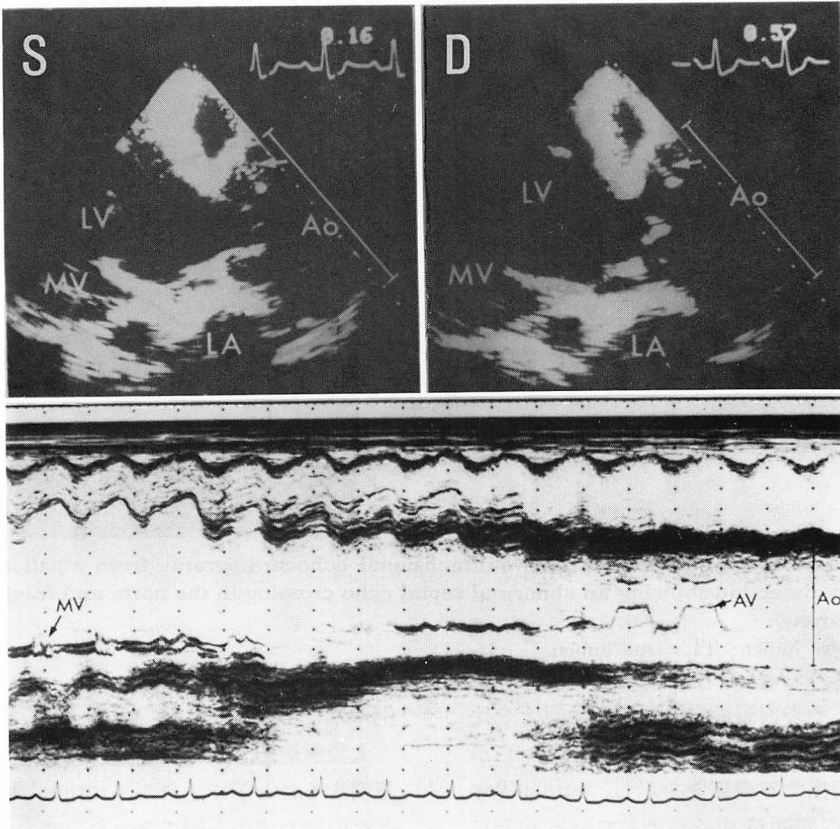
Long axis two-dimensional and M-mode echocardiograms from a patient with an aortic dissection.
